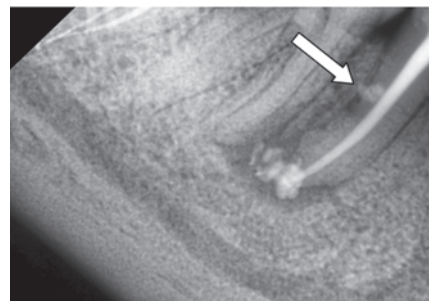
Контрольная рентгенограмма через 6 месяцев. Частичное восстановление тканей периодонта
